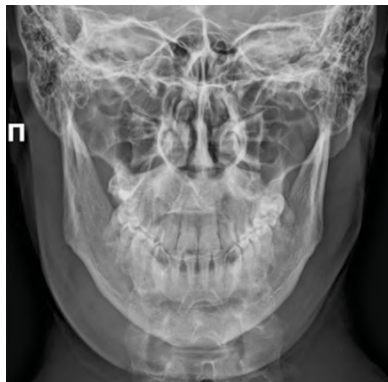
Рентгенограмма нижней челюсти. Передняя проекция
